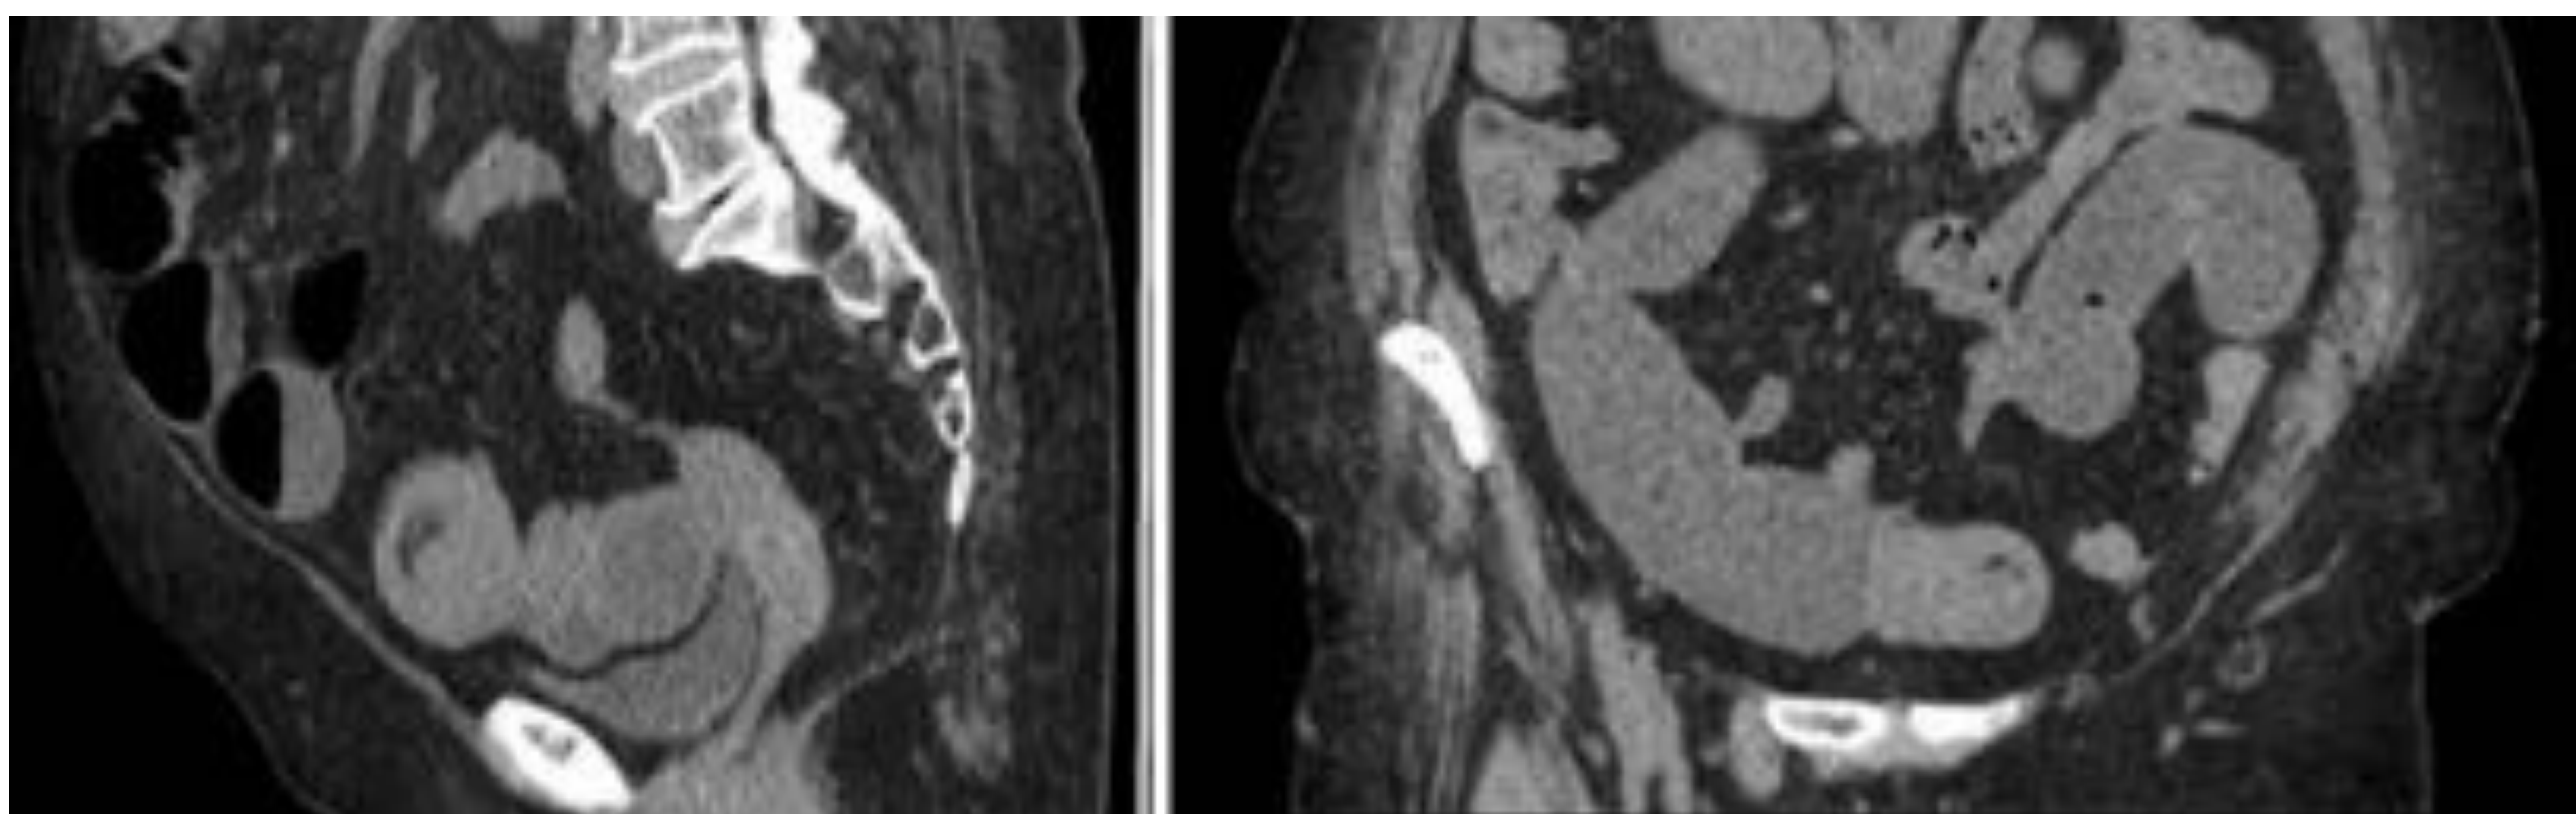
TC abdominopélvico sin CIV (MPR sagital y coronal). Dilatación importante de intestino delgado, de hasta 5,7 cm de diámetro, con abundante contenido líquido, hasta un punto localizado en hipogastrio, a partir del cual, el íleon se encuentra colapsado. El cambio de calibre es abrupto, lo que sugiere obstrucción mecánica de delgado. En esta localización, parece visualizarse grasa del meso introducirse dentro del asa distal, lo que impresiona de invaginación sin lograr delimitar la causa.
